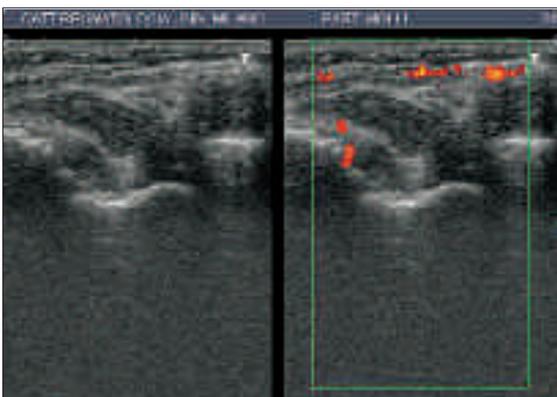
Scansione ultrasonografica longitudinale di ginocchio (legamento collaterale laterale) di sinovite iperplastica e iperemica all'esame power-doppler in paziente affetto da artrite reumatoide.
